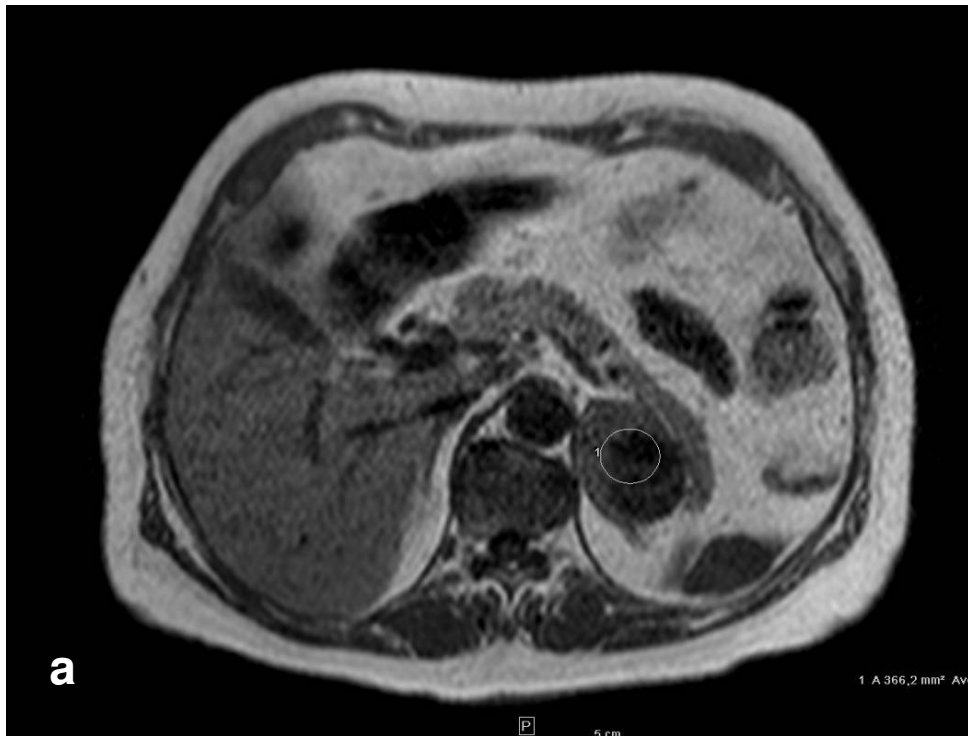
a, b: Fall 6 - Inhomogene Raumforderung ohne größeren Signalabfall in der MRT
